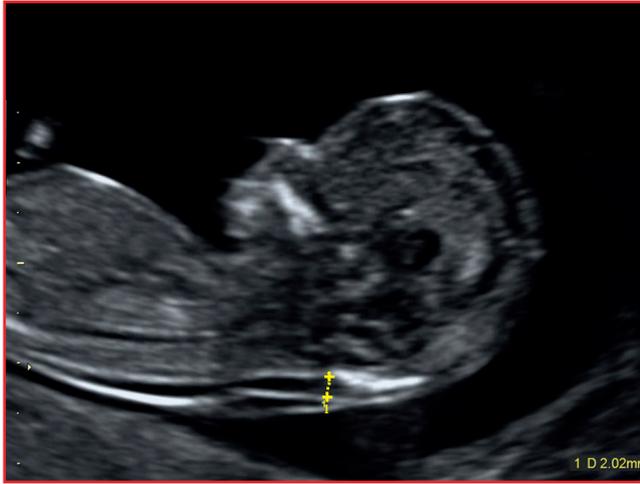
Échographie fœtale illustrant une hyperclarté nucale (Cliché : Docteur Olivier Picone).
